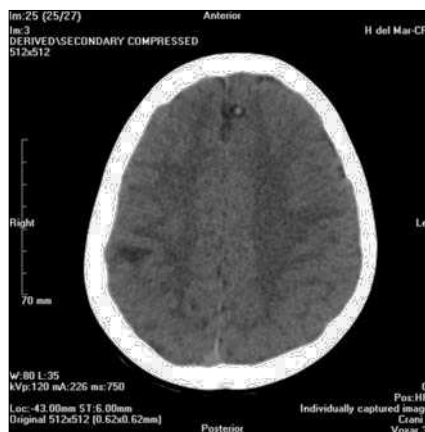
TC craneal. Lesiones nodulares quísticas con calcio mural.
